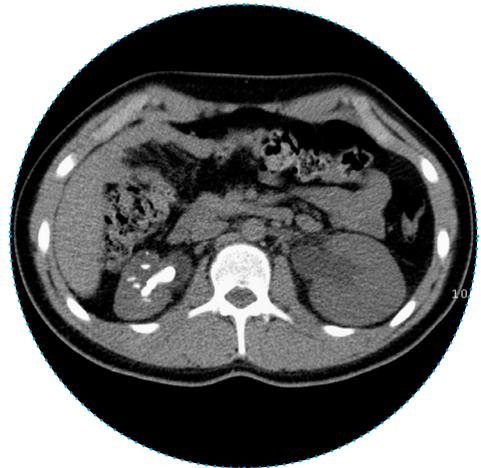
Image échographique d'un calcul rénal obstructif de type staghorn chez un patient souffrant de PH de type III.
